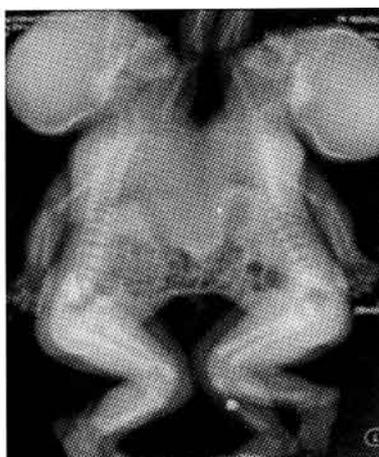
联体儿 X 线平片见 2 名患儿胸腹相联
